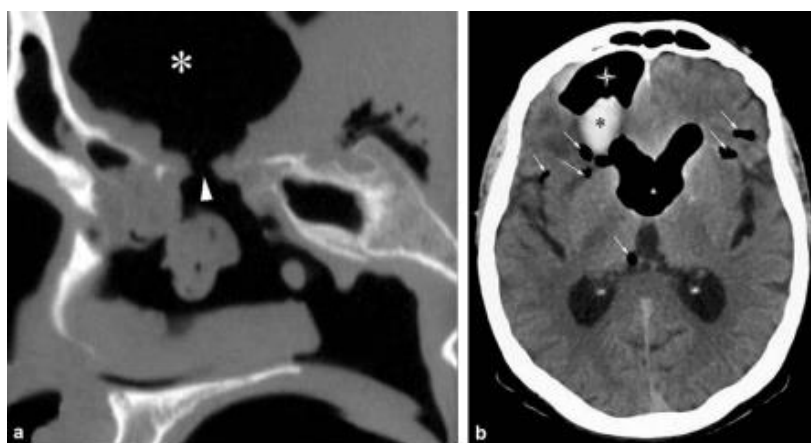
Fausse route de l'étage antérieur avec lésion parenchymateuse : a : reconstruction TDM sagittale fenêtre osseuse. Large brèche de l'étage antérieur (tête de flèche) avec pénétration instrumentale et cavité porencéphalique (astérisque) correspondant à une aspiration malencontreuse : b : TDM axiale fenêtre parenchymateuse. Lésion intracérébrale comportant une pneumocéphalie (flèches), un hématome intraparenchymateux (astérisque) et une cavité porencéphalique (étoile)
